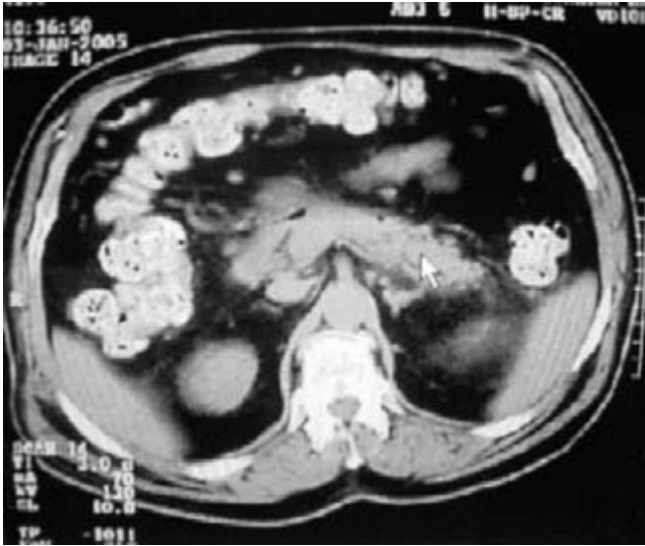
TAC de abdomen mostrando imagen de páncreas sin colecciones, resolución de pseudoquiste.
